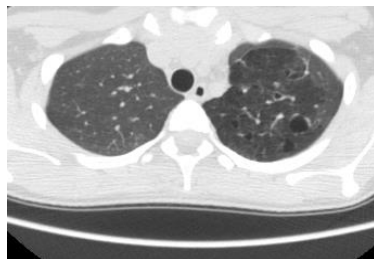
CT pulmonară la pacient cu emfizem bulos, lob superior pe stânga.
